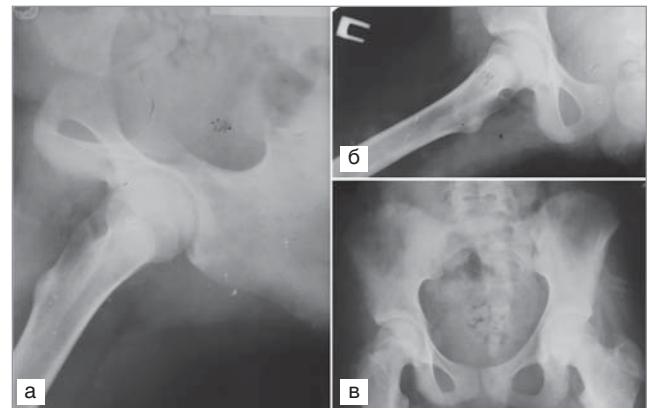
Рентгенографія: а–б) кульшового суглоба у відведенні; в) кісток тазу
